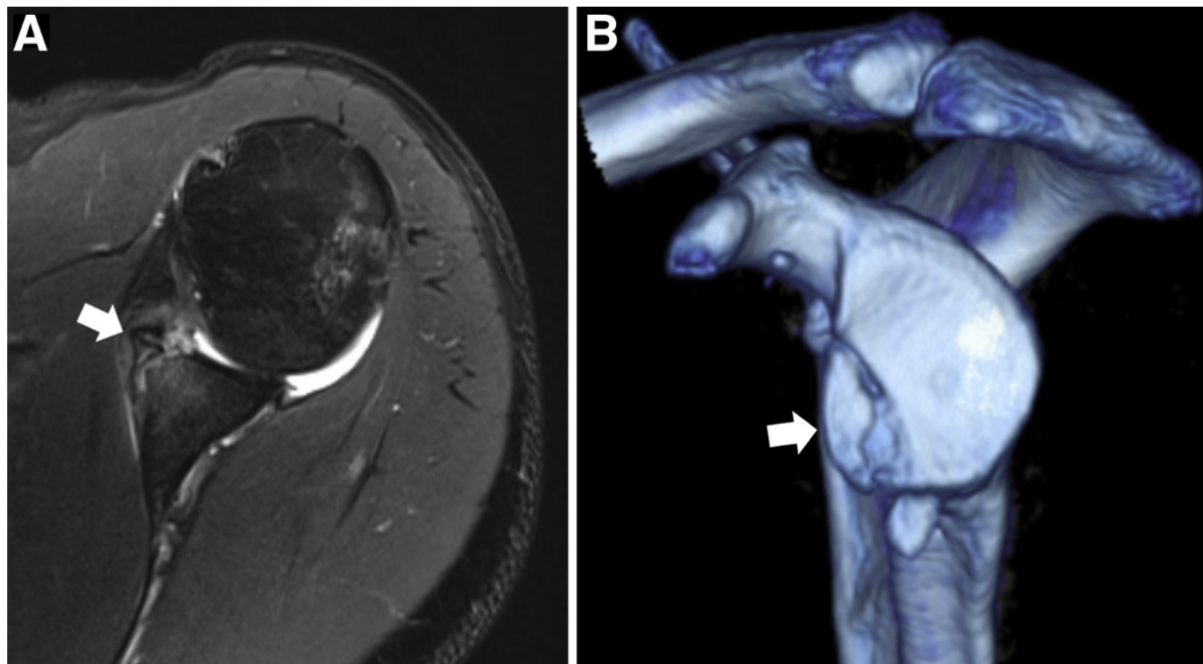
A) Präoperative axiale MRT-Bildgebung (T2-fat-suppressed) Schulter links mit einer minimal verschobenen ossären Bankart-Läsion (weißer Pfeil). B) Zum Vergleich eine 3-dimensionale CT-morphologische Rekonstruktion der ossären Bankart-Läsion (weißer Pfeil) [61]. © 2017 by the Arthroscopy Association of Nord America, CC BY-NC-ND 4.0
